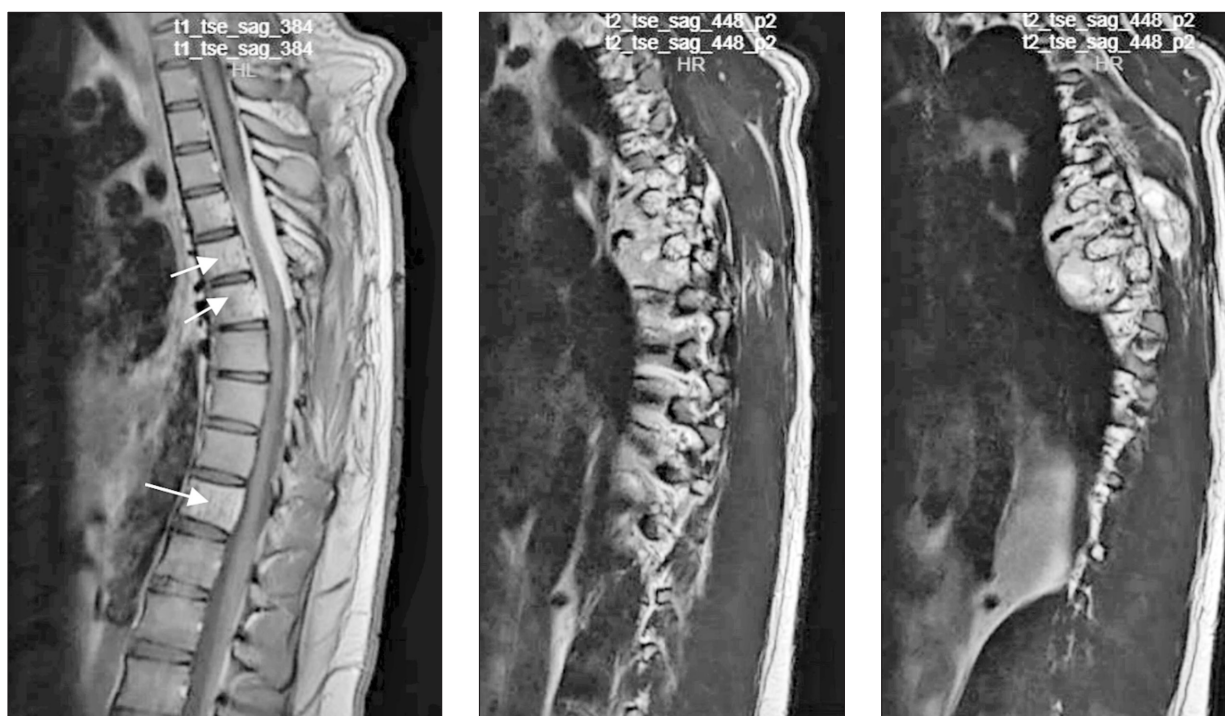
МРТ грудного и шейного отделов позвоночника пациента К. на уровне позвонков Th5–Th7. Определяется продолженный рост опухолевой ткани, которая инфильтративно поражает тела и отростки позвонков, формирует массивный паравертебральный компонент справа, распространяется в позвоночный канал, муфтообразно охватывает дуральный мешок, умеренно сдавливая спинной мозг. Определяются структурные изменения костного мозга в телах и отростках позвонков Th11, L2, L3 (указаны стрелками)
